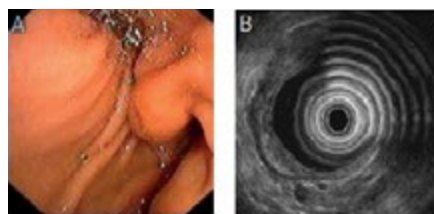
Endoskopowy (A) i endosonograficzny (B) obraz tłuszczaka żołądka
